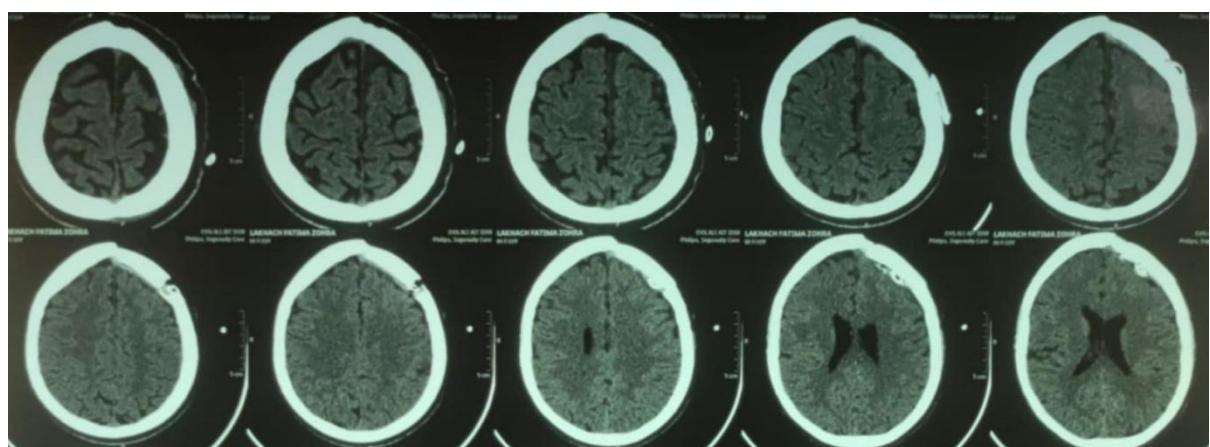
TDM cérébrale postopératoire : contrôle confirmant l'évacuation complète de l'hématome extradural.
